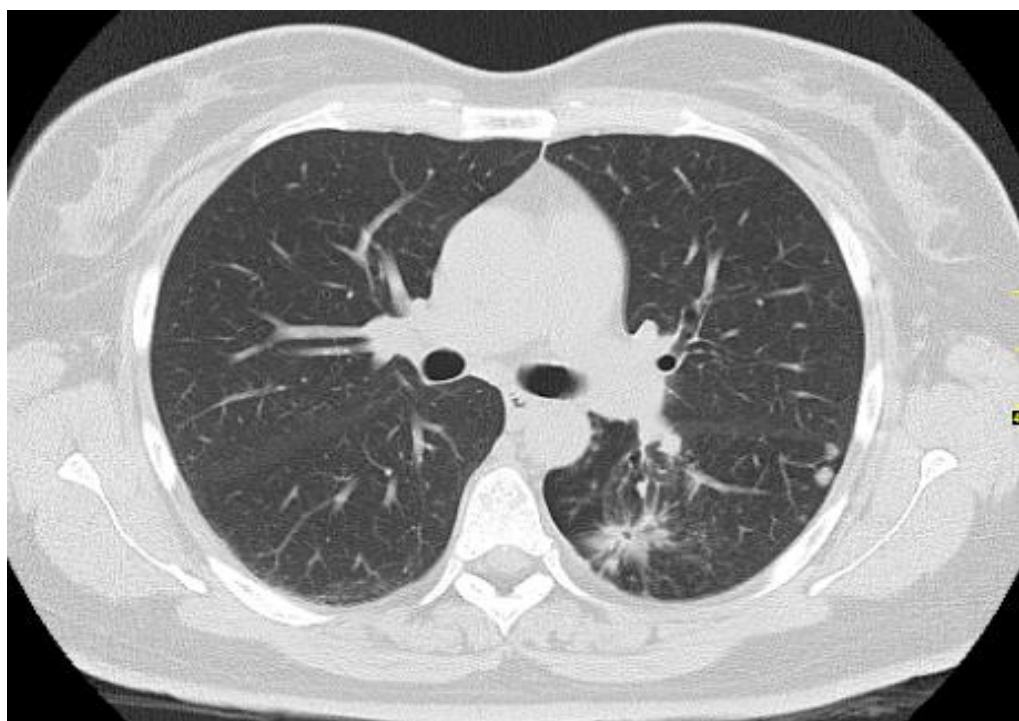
МСКТ ОГК через 5 міс. лікування скороченим 12-ти місячним режимом АМБТ: повне розсмоктування свіжих інфільтративно-вогнищевих змін, загоєння каверни
